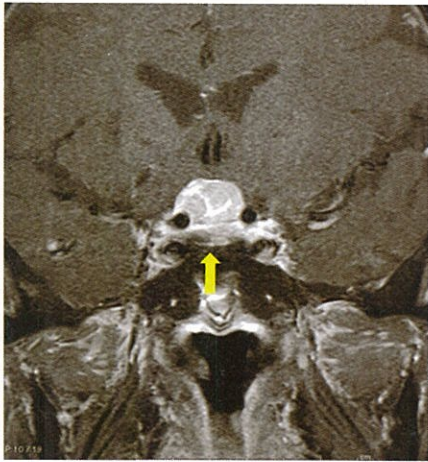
造影MRI(術前)。両側視神経、視交叉を上方に圧排する腫瘍(矢印)が認められる。
